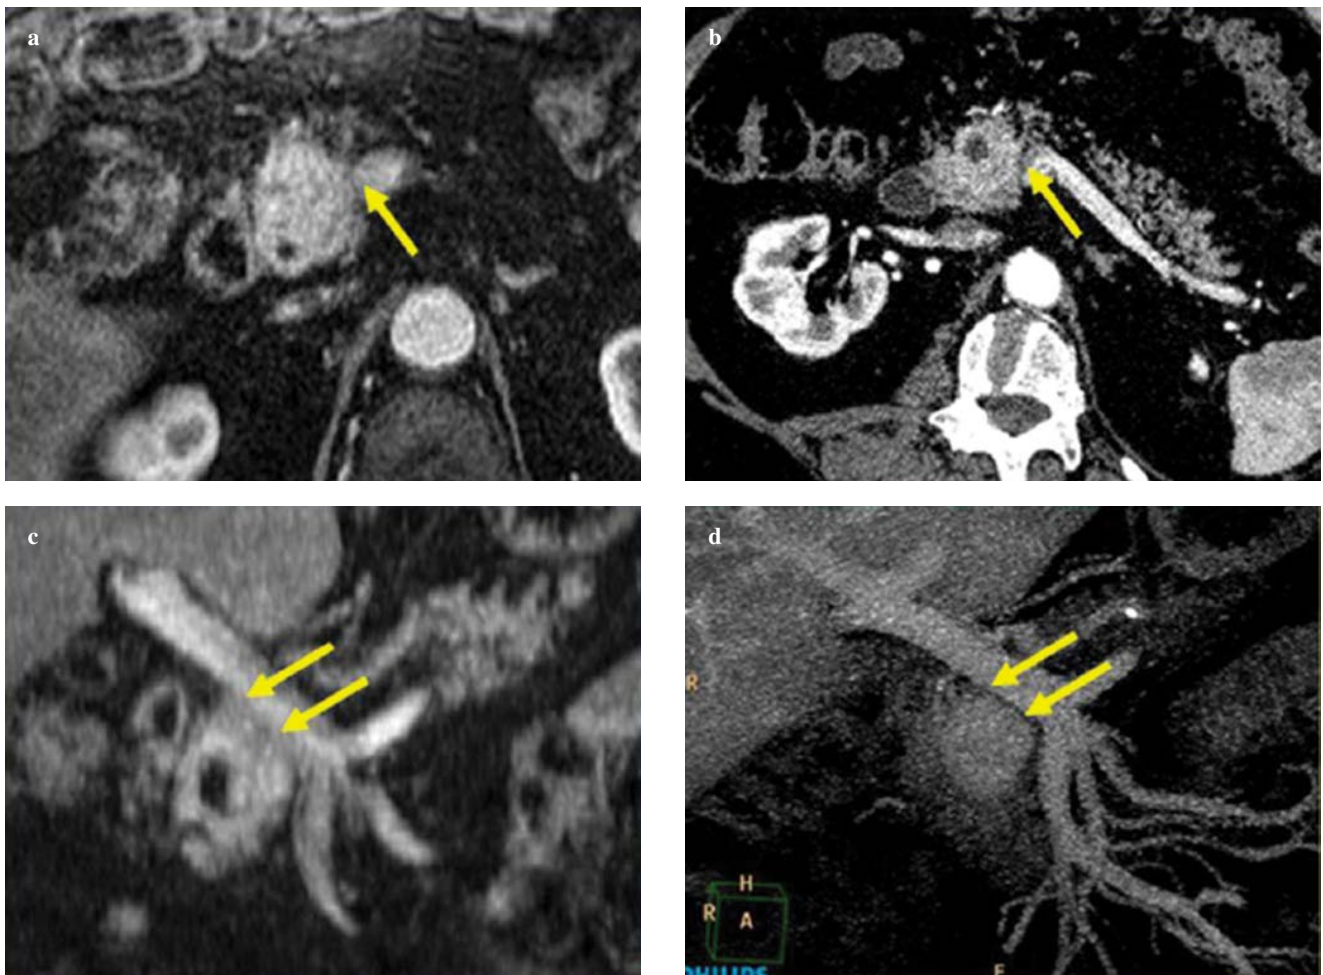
Evaluation of involvement of peritumoural vessels. Both at MDCT (a) and MRI (b), the axial contrast-enhanced scan obtained during the portal venous phase shows a NFPET of the pancreatic head located close to superior mesenteric vein (arrow in a and b). Coronal reconstructed MRI (c) do not allow involvement of this vessel (arrows) to be ruled out. Coronal reconstructed image obtained with MDCT (d) shows a fat interface between the tumour and superior mesenteric vein (arrows). At surgery, the tumour was resected without evidence of infiltration of mesenteric vessels.
